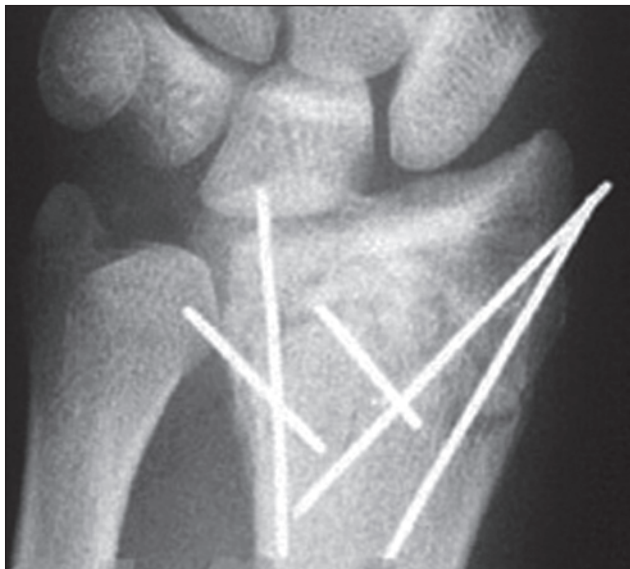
Фотовідбиток рентгенограми хворого Д. після репозиції відламків спицями
